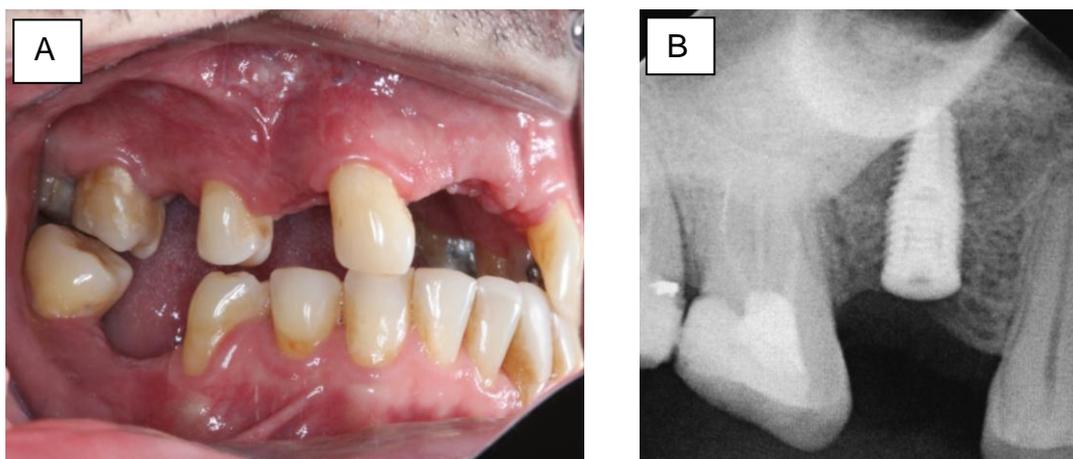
A: Exame clínico após 10 meses; B: Radiografia periapical após 10 meses.
